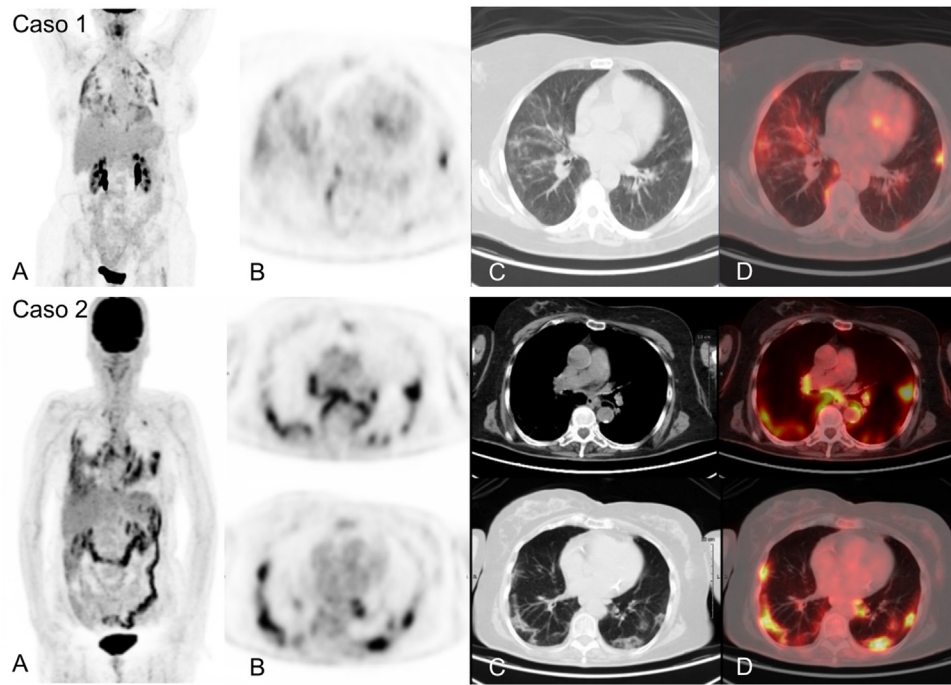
Infección aguda por SARS-CoV-2 detectada durante la realización de ^{18}F -FDG-PET/TC en dos pacientes asintomáticos desde el punto de vista respiratorio e infeccioso, confirmada mediante realización posterior de PCR. Caso 1. MIP (A) de paciente con linfoma B difuso de células grandes en respuesta completa metabólica que muestra múltiples captaciones pulmonares visibles también el corte axial de PET (B) y correspondientes con opacidades en vidrio deslustrado en cortes axiales de TC (C) y PET/TC (D). Caso 2. MIP (A) de paciente en seguimiento por melanoma que muestra intensas captaciones pulmonares e hiliomediastínicas correspondientes con opacidades en vidrio deslustrado bilaterales de predominio periférico y adenopatías mediastínicas e hiliares visibles en los cortes tomográficos de PET (B), TC (C) y PET/TC (D).
